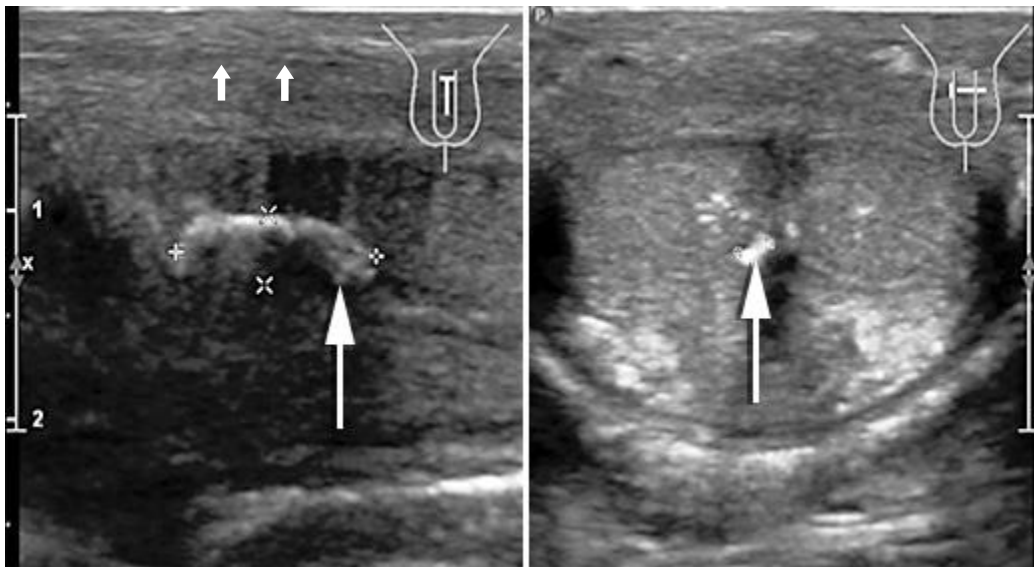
Ultrasonido en corte longitudinal a lo largo de la cara ventral peneana muestra engrosamiento hiperecogénico del septum intercavernoso (flecha).
